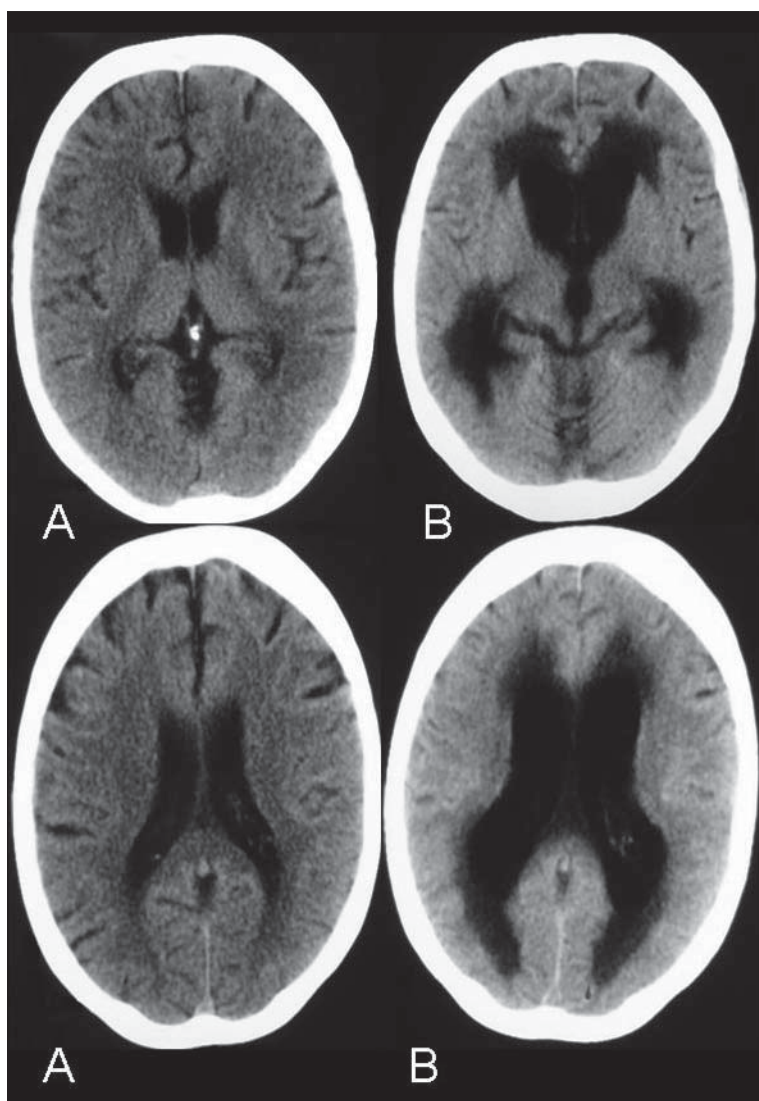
Caso 4. TC de cerebro sin contraste: Primer control sin alteraciones patológicas (A), TC de control que muestra dilatación cuadventricular por aracnoiditis.
